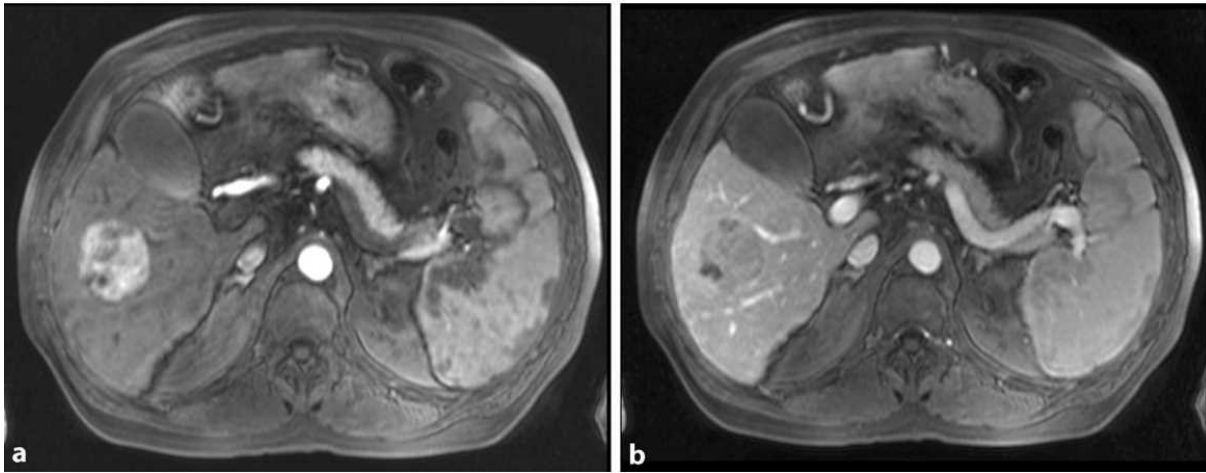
Typisches Kontrastmittelverhalten im MRT bei einem HCC mit a) dem Nachweis einer Hypervaskularisation in der früharteriellen Phase und b) dem Wash-Out-Phänomen in der portalvenösen Phase (Czuderna et al. 2017)
